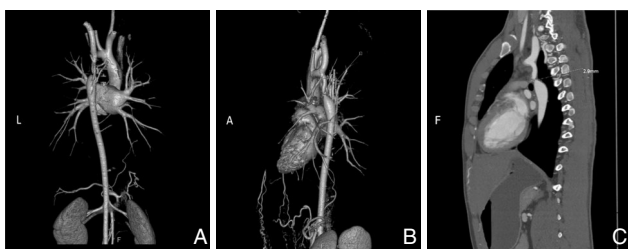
术前主动脉三维重建及CT A: 左侧位; B: 右侧位; C: 左侧位CT
